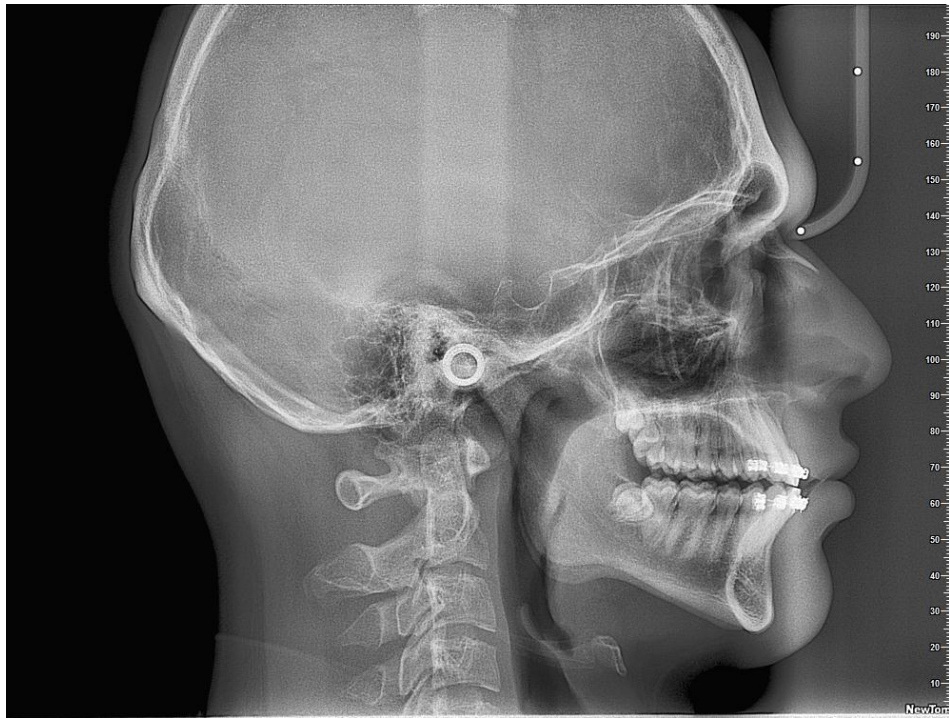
Radiografía Cefalica Lateral post tratamiento
